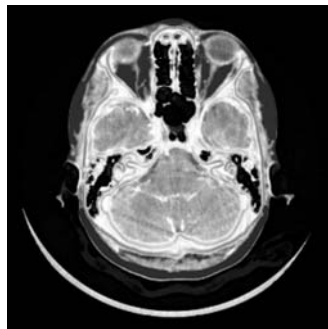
Imagem gerada a partir de dados adquiridos via CT, correspondente a uma seção transversal de uma cabeça humana (cortesia do Centro de Radiologia do Hospital Moinhos de Vento de Porto Alegre-RS).
